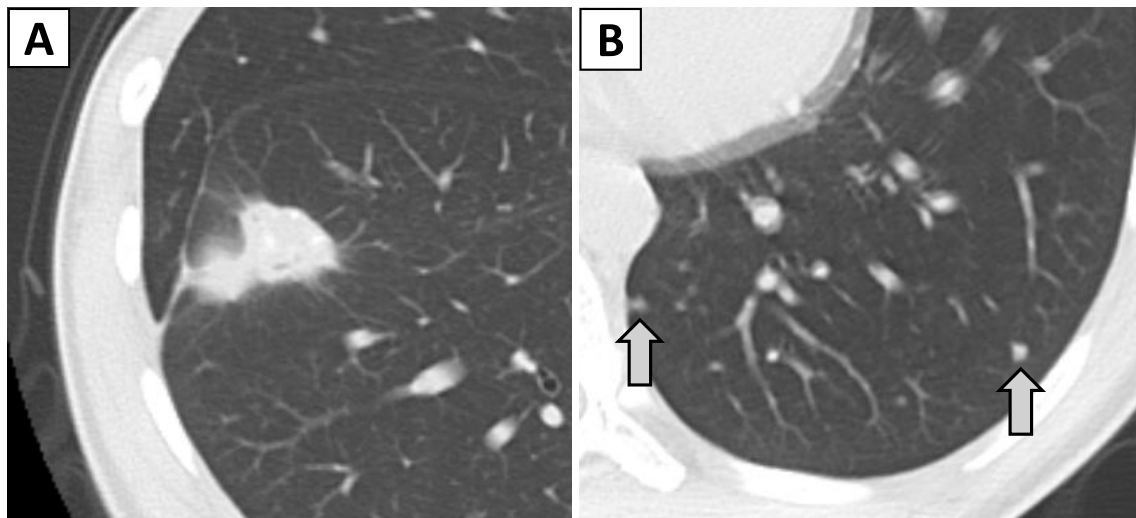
Computed tomography showed (A) a solid nodule (2.6 cm) with calcification in the right lower lobe, and (B) multiple small nodules in both lungs (arrows).
